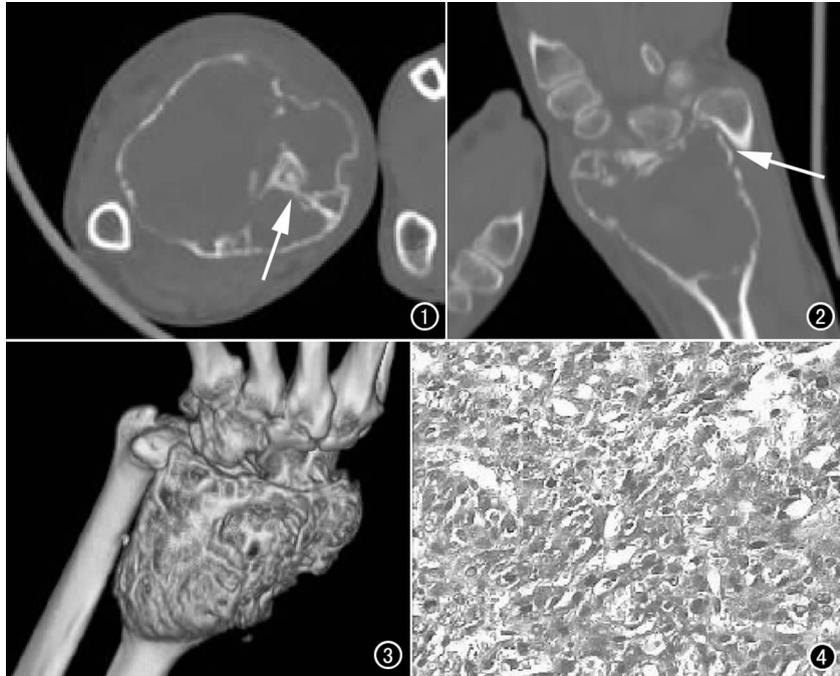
CT轴面扫描(骨窗)示桡骨远端皮质菲薄,内粗细不均骨性分隔(箭)。
